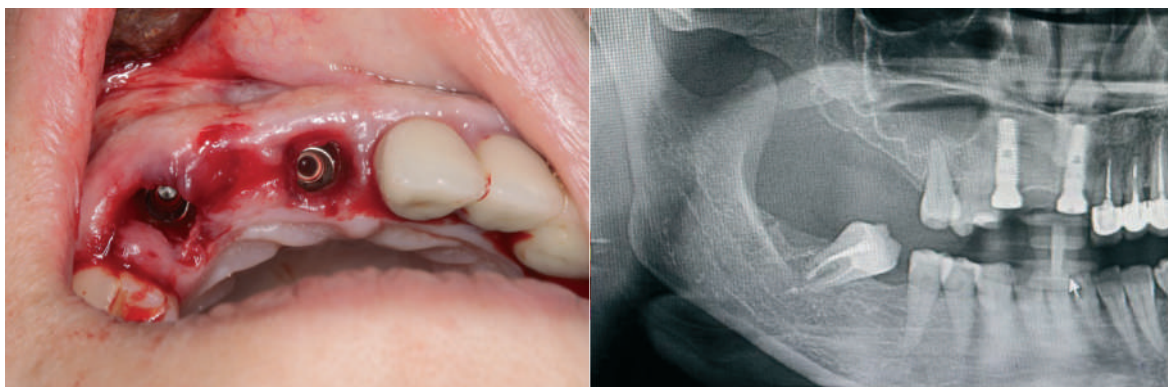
a. Imagine cu implanturile inserate b. Ortopantomografie postoperator
